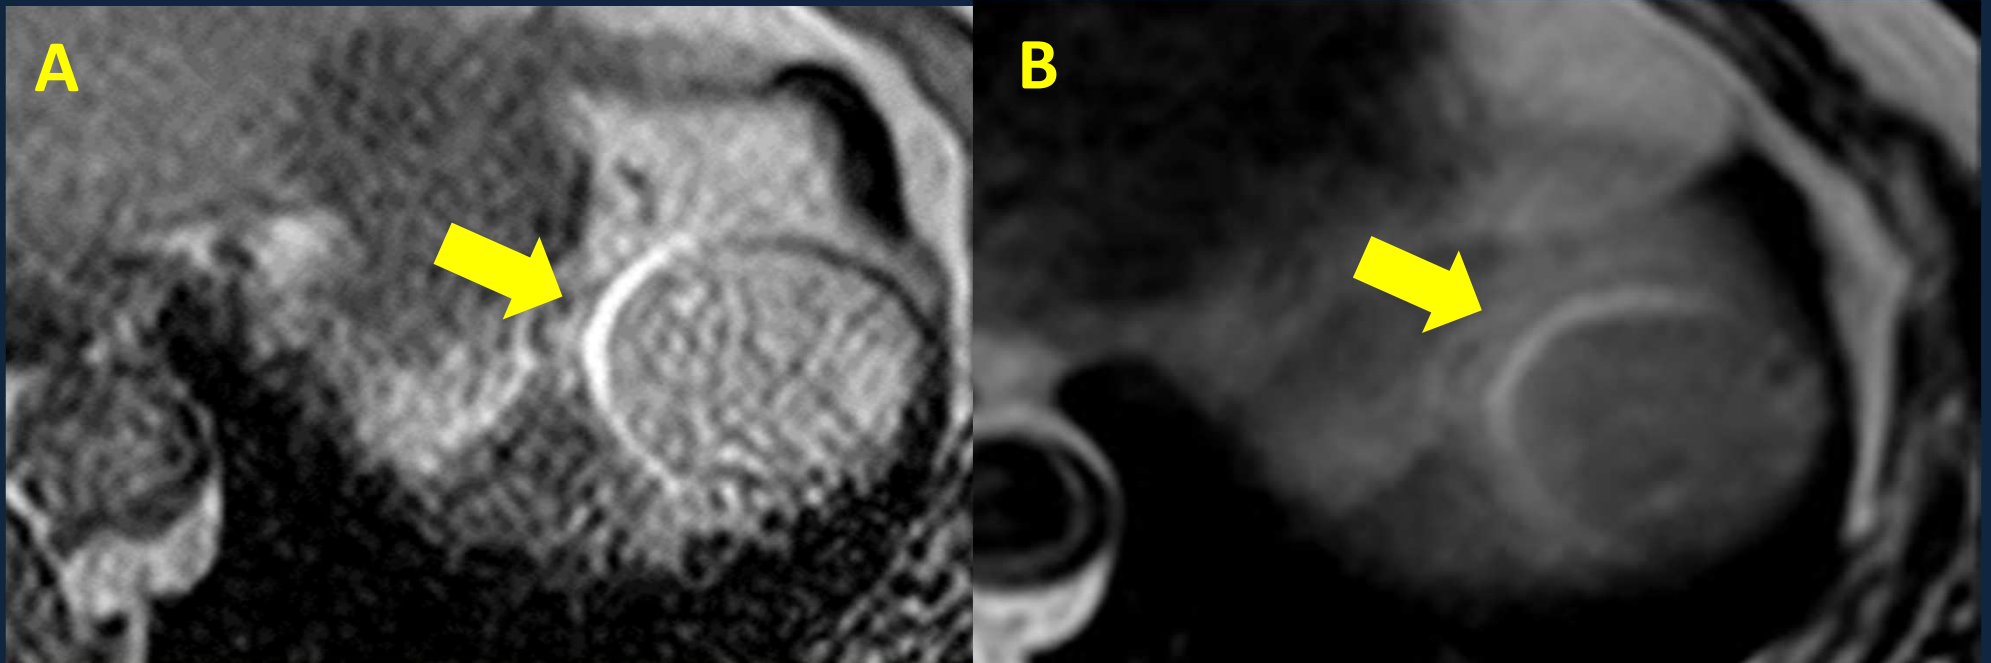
RM abdomen, sin contraste e.v. Se observa en bazo secuencia T1 (A) imagen hiperintensa de aspecto quístico, secuencia T2 (B) misma imagen isointensa.
